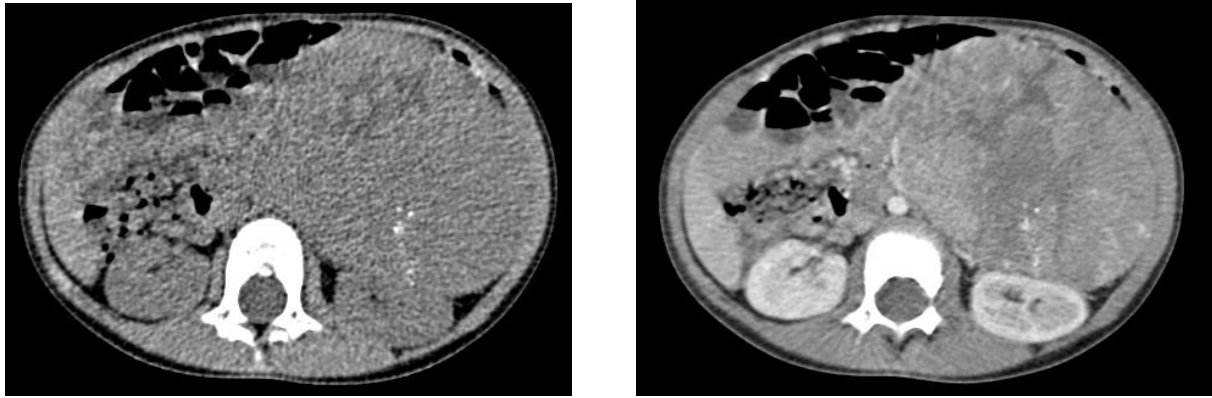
TDM sans (à gauche) et avec injection (à droite) montrant un neuroblastome surrénalien gauche typique (CHRU de Lille)
